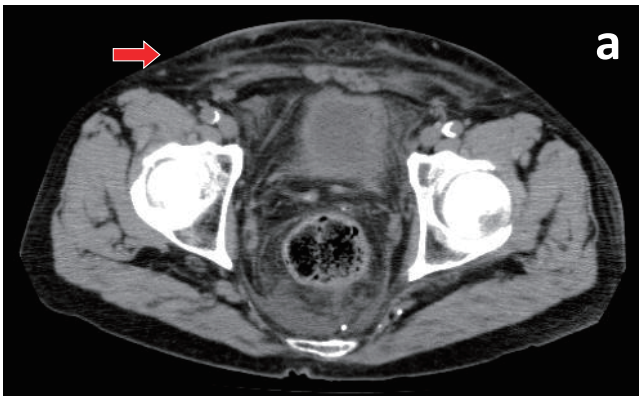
術後1年2か月後、下腹部浮腫出現時の腹部単純CT
